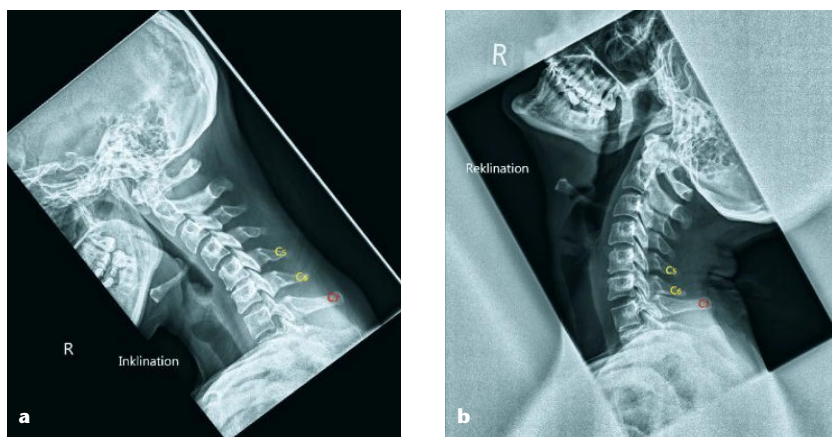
HWS-Röntgenanatomie mit Darstellung der Abstände zwischen den zervikalen Dornfortsatzspitzen im seitlichen Strahlengang in Inklinations- (a) und Reklinations- (b). Bei Reklination der HWS ist es nicht möglich, die Dornfortsätze C6 und C5 zu palpieren.
